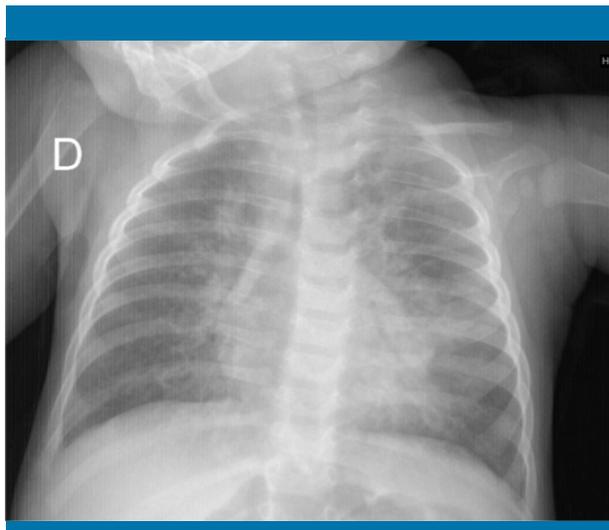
Radiografía de tórax en la que se aprecia patrón intersticial. Infiltrados intersticio-alveolares perihiliares bilaterales
